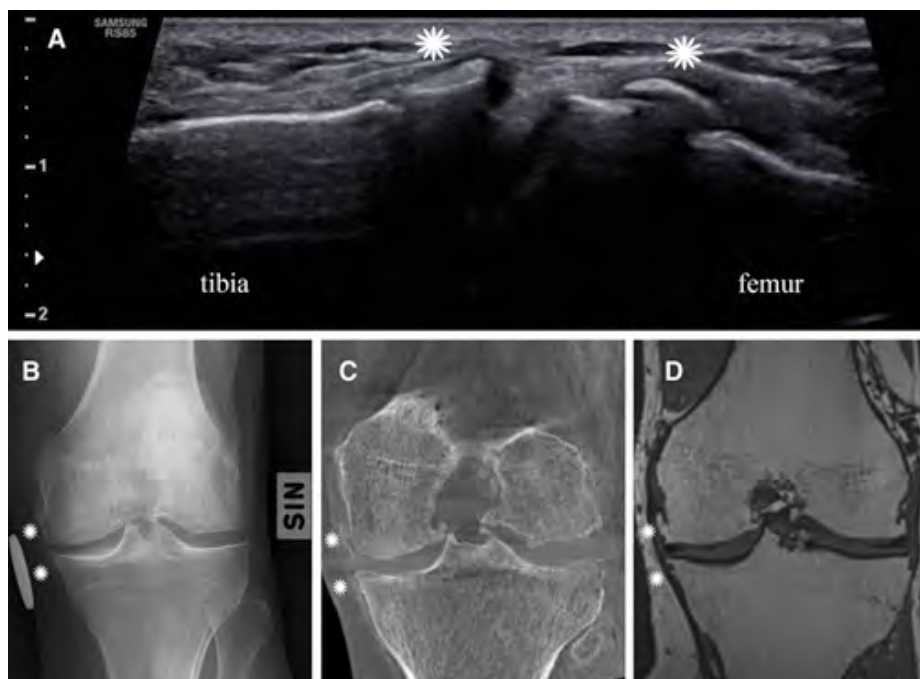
Изображения коленного сустава, пораженного остеоартрозом у 54-летнего мужчины, которые были получены при выполнении различных методов лучевой диагностики: А – продольное ультразвуковое исследование; В – передне-задняя классическая рентгенография; С – компьютерная томография; D – магнитно-резонансная томография, выполненная в режиме T1-картирования; медиальные остеофиты обозначены белыми звездочками
